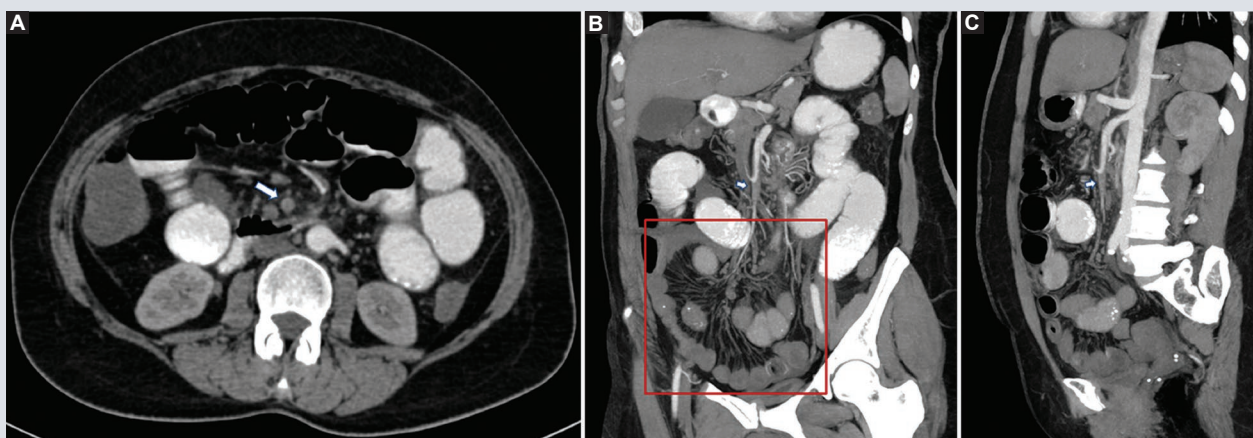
Imágenes de TC con contraste oral e intravenoso en fase arterial. A: corte axial, donde se identifica defecto de llenado en arteria mesentérica superior (flecha), así como estriación de la grasa periarterial. B: corte coronal con MIP, donde se identifica defecto de llenado en la arteria mesentérica superior (flecha), congestión de vasos mesentéricos (signo del «peine» [recuadro]) y dilatación de asas intestinales. C: corte sagital con MIP; observe el defecto de llenado de la arteria mesentérica superior a aproximadamente 6 cm de su origen (flecha). TC: tomografía computarizada; MIP: proyección en máxima intensidad.
